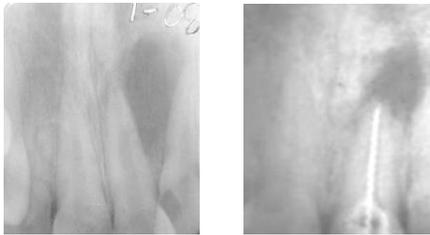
Radiografías periapicales con lesiones seleccionadas
